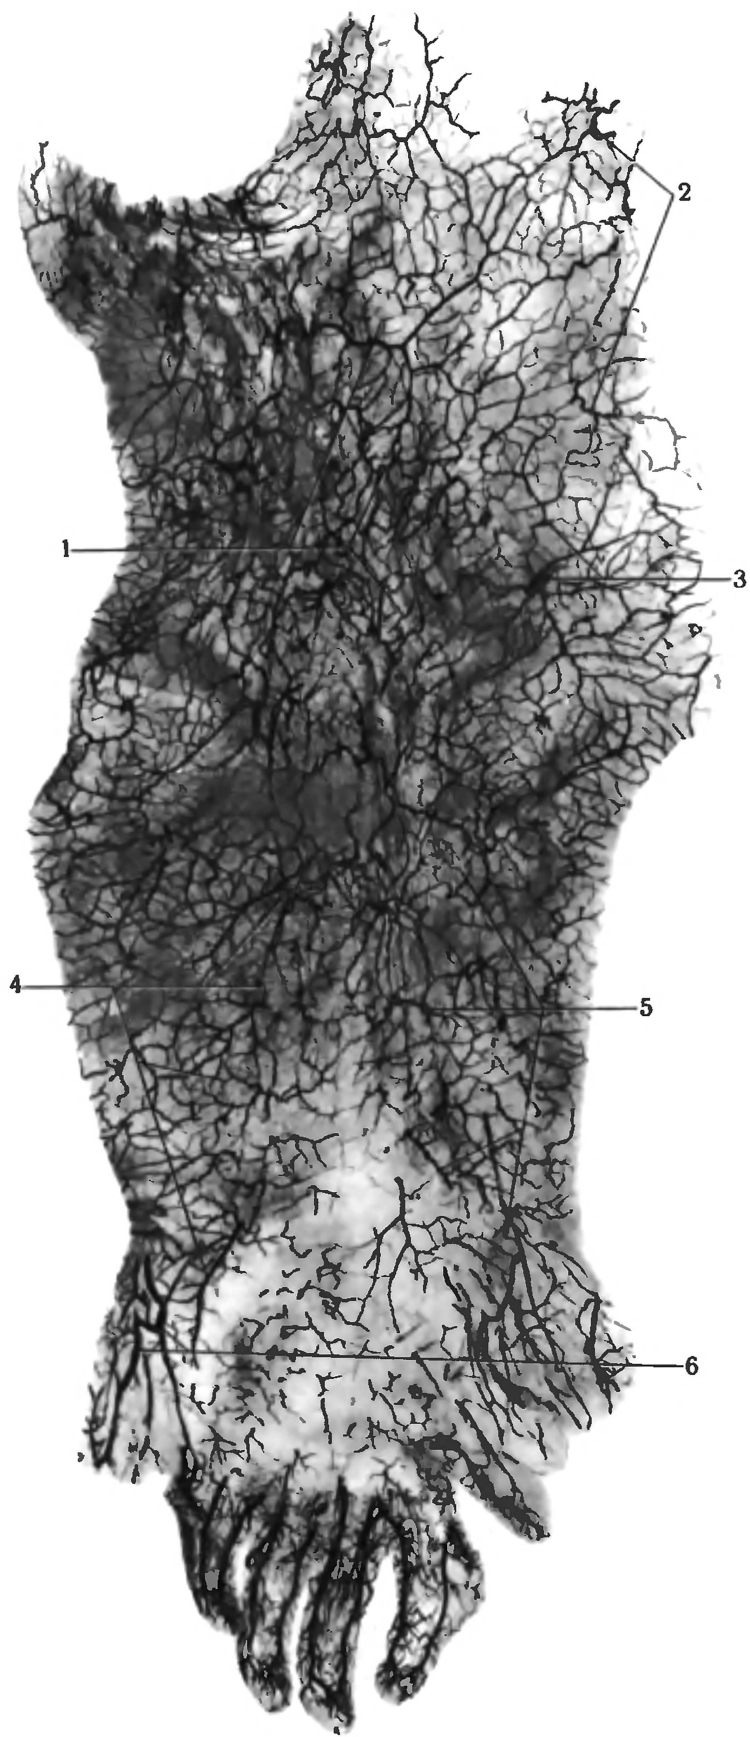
Артерии кожи и подкожной клетчатки руки (рентгенограмма). Кожа снята задним срединным разрезом.
